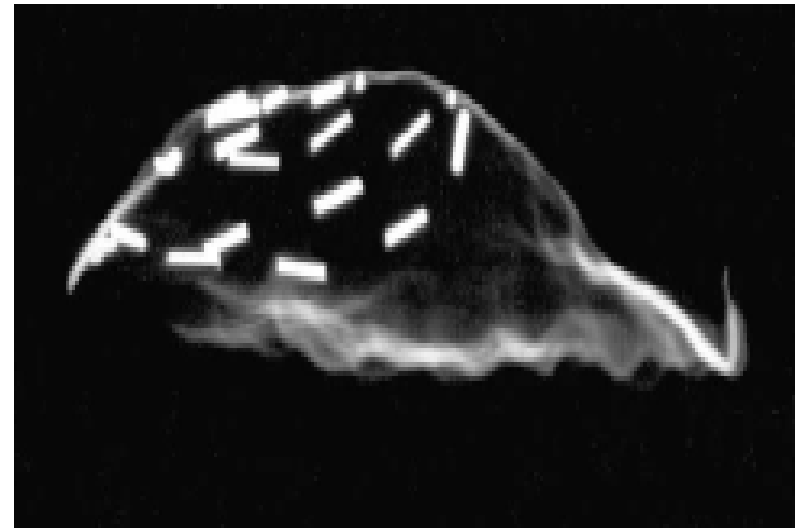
Lateral X-ray of dummy applicator.
